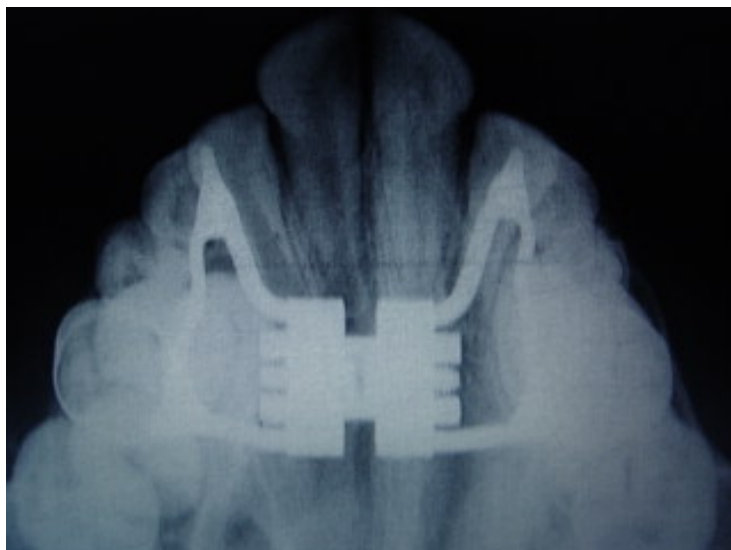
Radiografia oclusal da maxila com disjuntor maxilar
